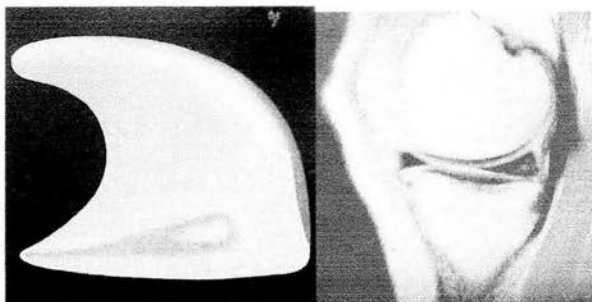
Lesión degenerativa, ilustración con degeneración intrameniscal; RM que demuestra aumento de intensidad sin alterar superficies articulares en el cuerno posterior menisco medial.
